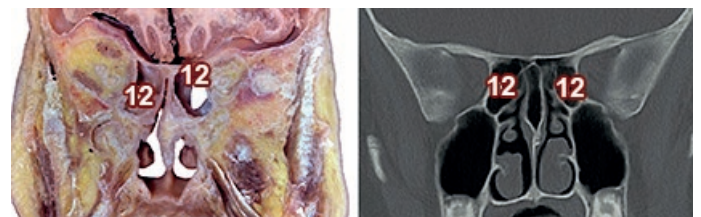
Corte y TC coronal de cabeza a la altura de Seno Etmoidal. 12) Seno Etmoidal
